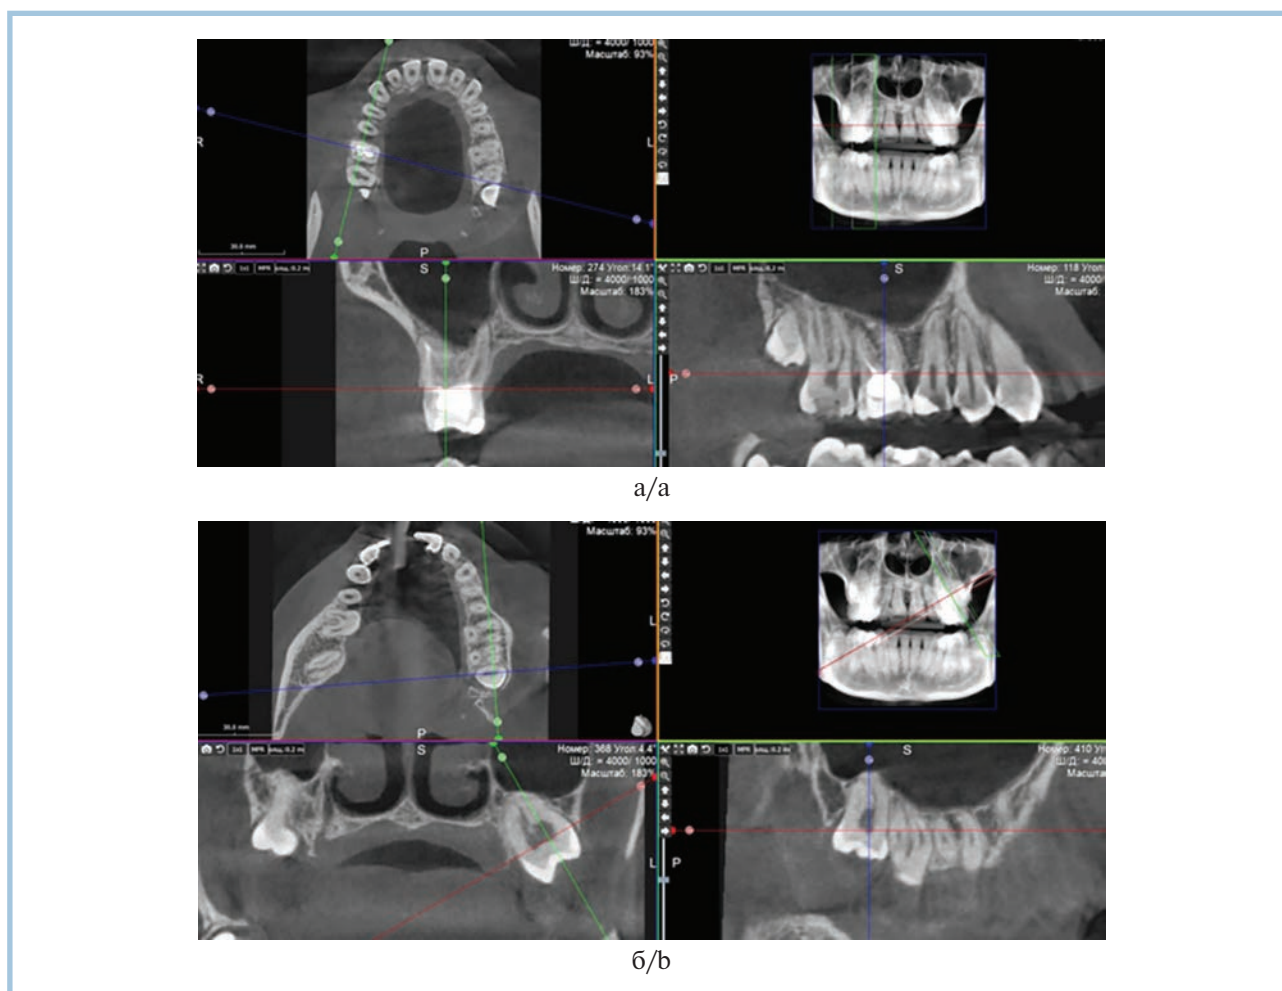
Конусно-лучевая компьютерная томограмма пациентки С.: зубы 1.6 (а) и 2.8 (б).
